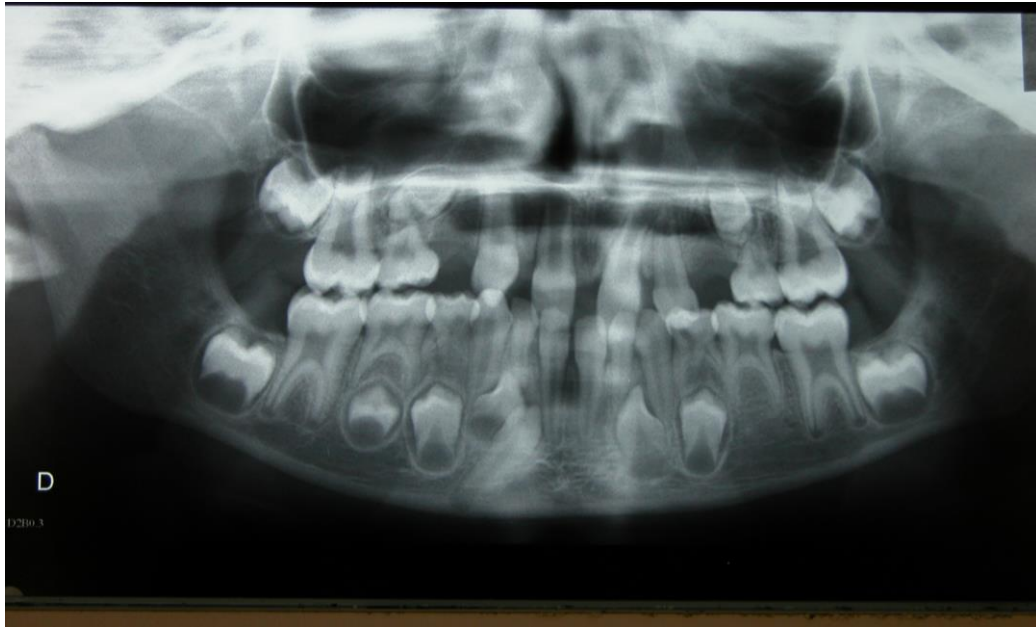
Radiographie panoramique en 2005 (document Docteur DROZ)
